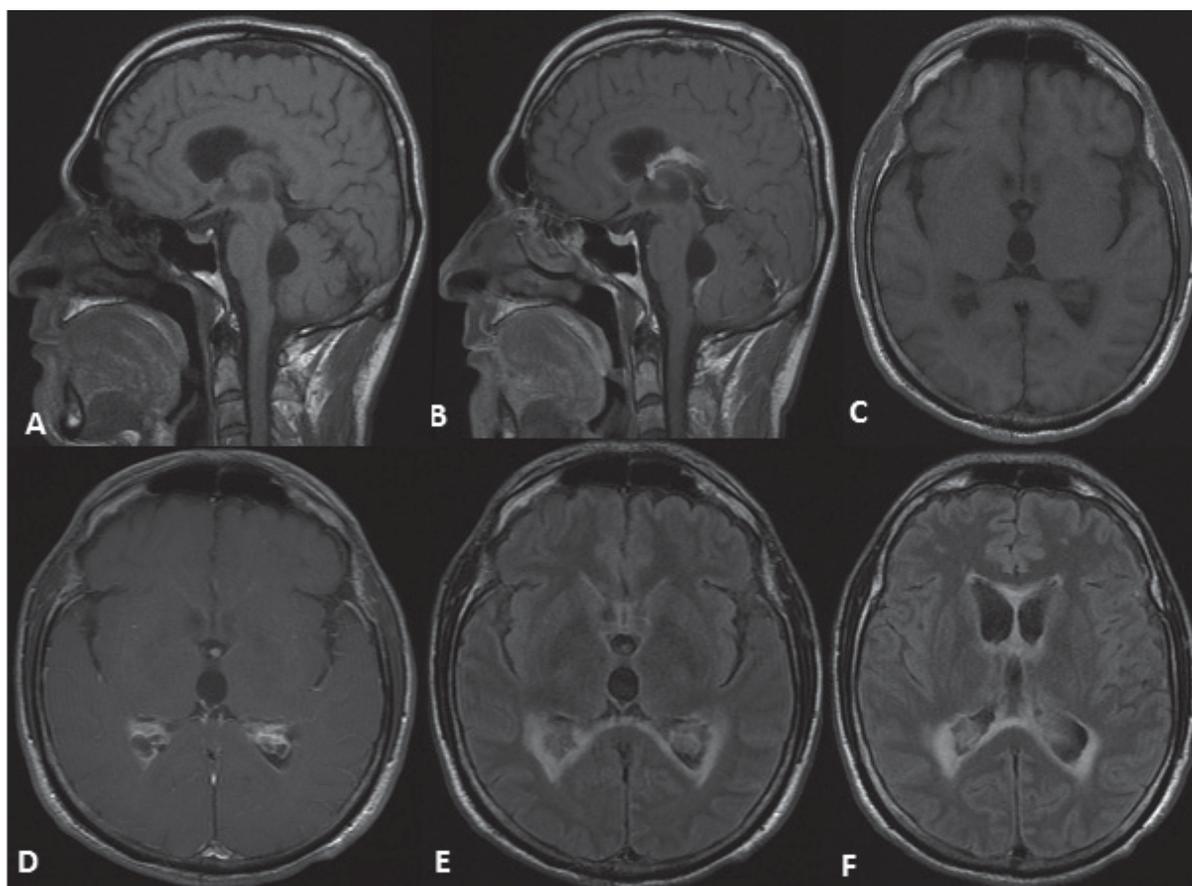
Estudios de resonancia magnética cerebral. Comparación imágenes T1 (A y C) sagital y axial respectivamente donde se observa ventriculomegalia; imágenes T1 contrastadas (B y C) sagital y axial respectivamente donde se observa realce epidimario y plexos coroideos. Imágenes de FLAIR axial (E y F) donde se observa hiperintensidad epidimaria, ventriculomegalia y signos de salida de líquido transependimario.
